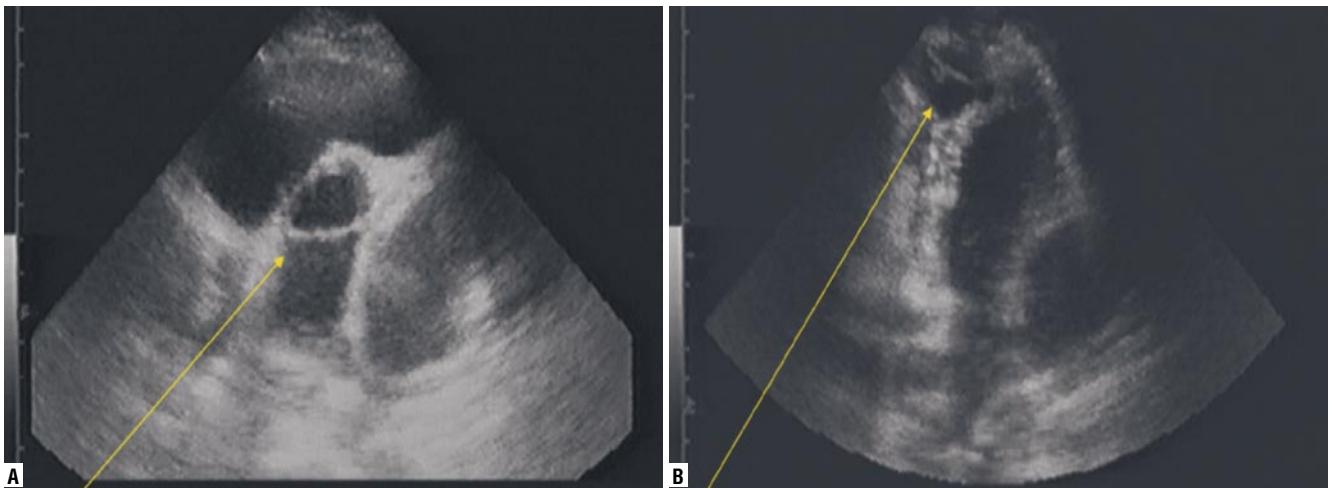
The patient R., 36 years old. Diagnosis: echinococcosis with heart, lung, and brain damage. Transthoracic echocardiography. Echinococcal heart cysts (indicated by arrows), the position of the heart long axis, four-chamber position.
